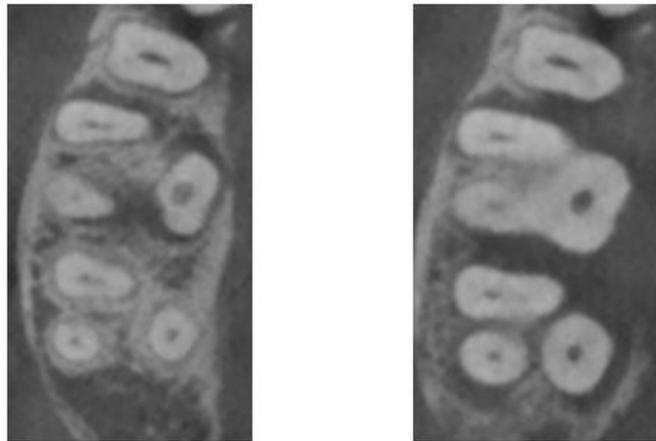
Lésions angulaires sur les racines mésiale, distale, et palatine de 16 (à gauche) et sur les racines distale et palatine de 17 (à droite), visibles sur une coupe axiale du CBCT (examens radiographiques du Dr CALVO)
